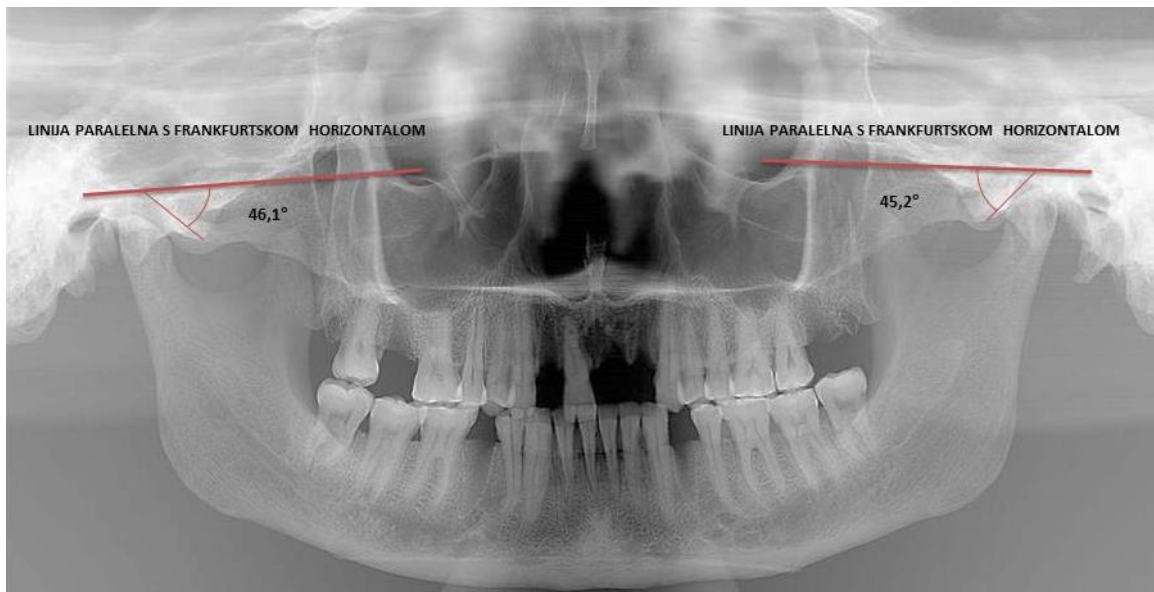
Panoramski snimak (ortopantomogram) lubanje.
